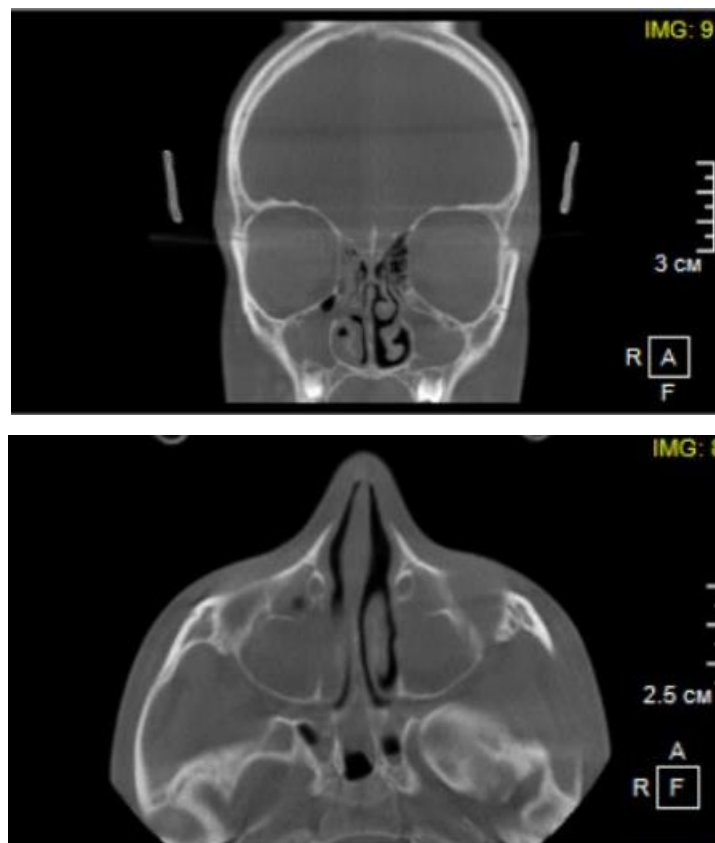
КТ ОНП больная А.
